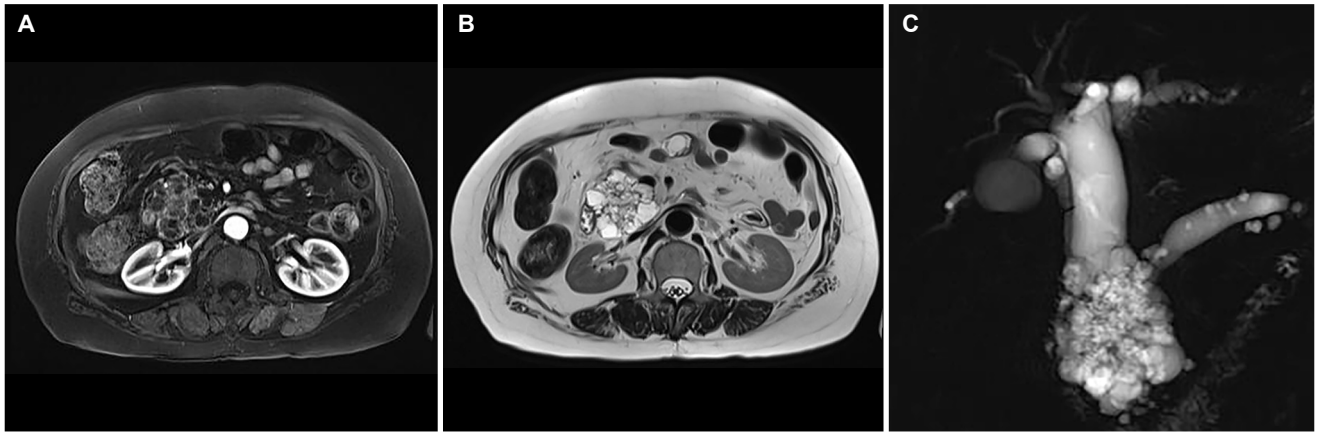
Pancreatic magnetic resonance images (MRI). (A) MRI shows multilocular cystic lesion with low-signal intensity lesion at center in head of pancreas on T1-weighted axial image (B), multilobular cystic lesion in head of pancreas on T2-weighted axial image. (C) Multilobular cystic lesion in head of pancreas with dilatation of bile and pancreatic duct on T2-weighted magnetic resonance cholangiopancreatography.
